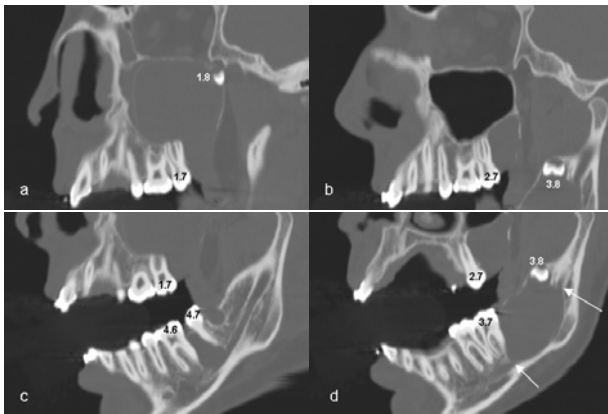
TAC maxilar e mandibular. Estudo helicoidal adquirido no plano axial, com reformatações sagitais oblíquas. (a) Primeiro quadrante. Volumosa lesão cística, com cerca de 47 mm de maior diâmetro, distal ao dente 1.7 que ocupa quase todo o seio maxilar direito, expandindo-o. Pela fragilidade óssea que causa, o cisto condiciona erosão da parede pósterio-inferior do seio maxilar. Germen do dente 1.8 deslocado súpero-distalmente, localizando-se na abertura lateral da fissura maxilar direita. (b) Segundo quadrante. No osso maxilar à esquerda, cisto distal ao dente 2.7, com cerca de 20 mm de maior diâmetro, condicionante de expansão óssea e de levantamento do pavimento do seio maxilar esquerdo. (c) Quarto quadrante. No corpo mandibular à direita, lesão cística entre os dentes 4.6 e 4.7, com cerca de 15 mm de maior diâmetro, condicionadora de expansão óssea e de afastamento das raízes dos dentes adjacentes. Esta lesão causa destruição da parede do canal do nervo alveolar inferior. Pequeno cisto distal ao dente 4.7, com apenas 6 mm de maior diâmetro. (d) Terceiro quadrante. Cisto odontogénico com cerca de 40 mm de maior diâmetro que ocupa e expande parte do corpo, ângulo e parte importante do ramo montante da mandíbula à esquerda, com deslocação superior do germen do dente 3.8 até junto da chanfradura glenoideia. Erosão do canal do nervo alveolar inferior (as setas indicam as suas extremidades preservadas)
